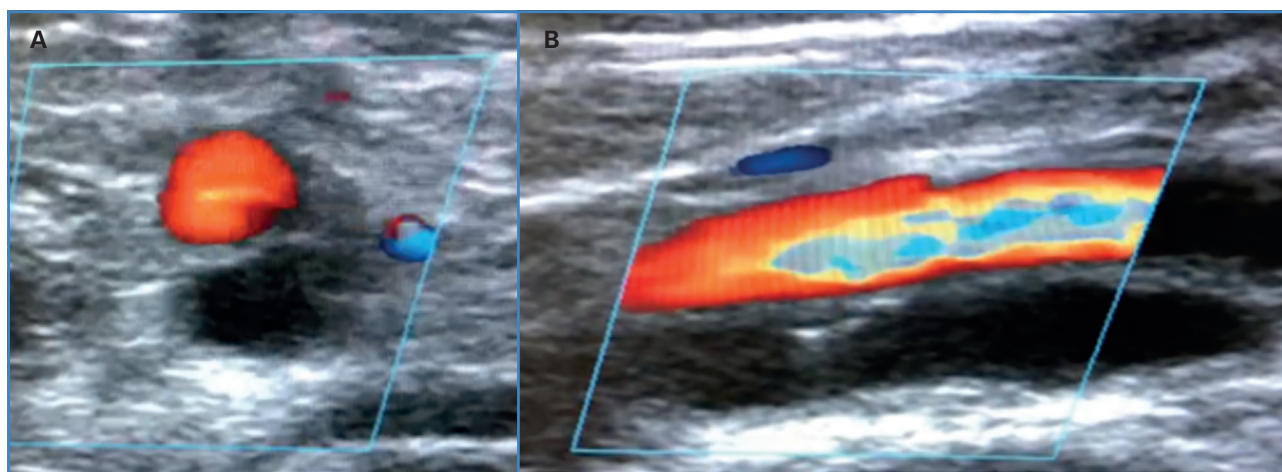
Color de la ACID en la ecografía Doppler. Corte arterial transversal y longitudinal en el que se identifica un hematoma intramural en la luz falsa y el flujo turbulento en la luz verdadera.
